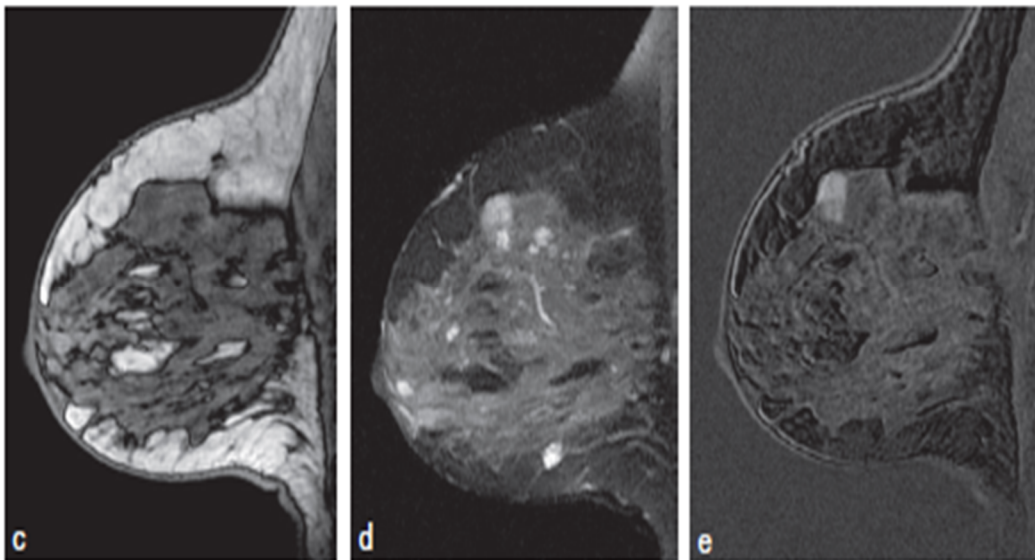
Cliché d'IRM : c, d, e. Masse non visible en isosignal par rapport au parenchyme glandulaire en pondération T1 (c), en hypersignal en pondération T2 (d). Après injection de gadolinium (e), rehaussement de la masse avec des contours partiellement flous, le rehaussement étant intense précocement.
